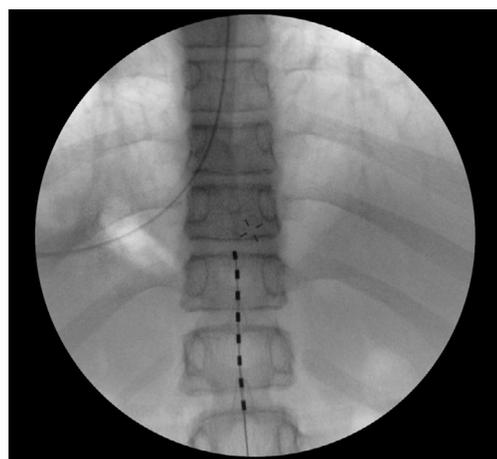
Интраоперационная рентгенография, положение восьмиконтактного эпидурального электрода на уровне позвонков Th₁₁–Th₁₂
